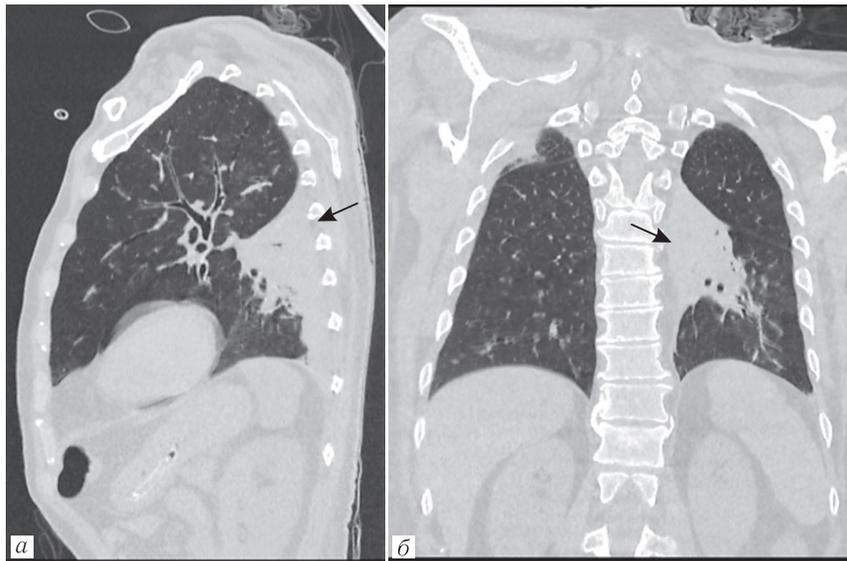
Пациент А., 59 лет. Острое отравление метанолом. Реконструкции СКТ изображений (сагиттальная и корональная). Частичный ателектаз нижней доли левого легкого (а, б)
